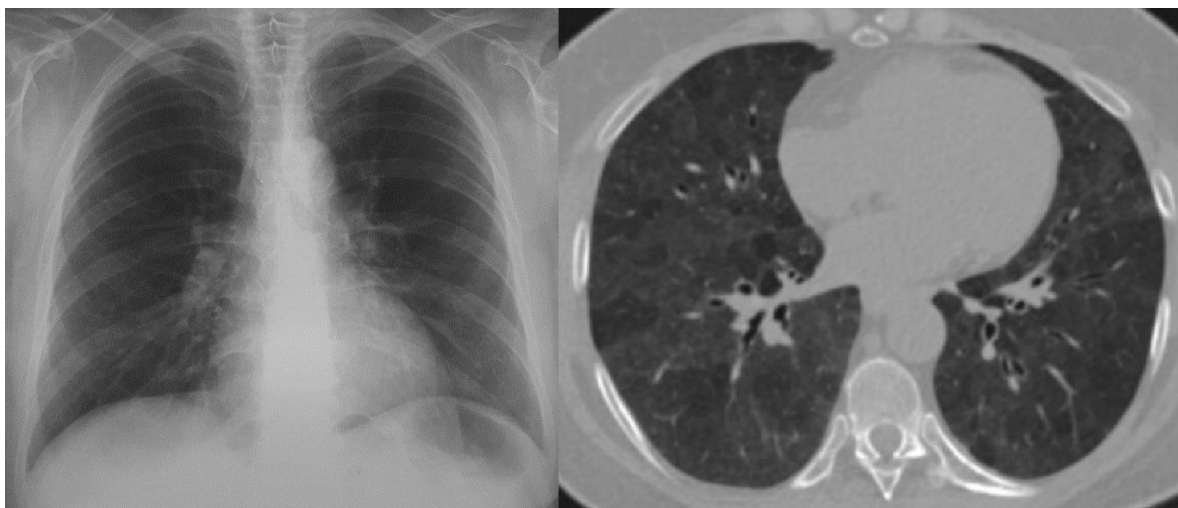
Pneumonita de hipersensibilitate acută Radiografia cu aspect cvasinormal. Aspectul HRCT este dominat de opacități în sticlă mată cu distribuție mozaică.
